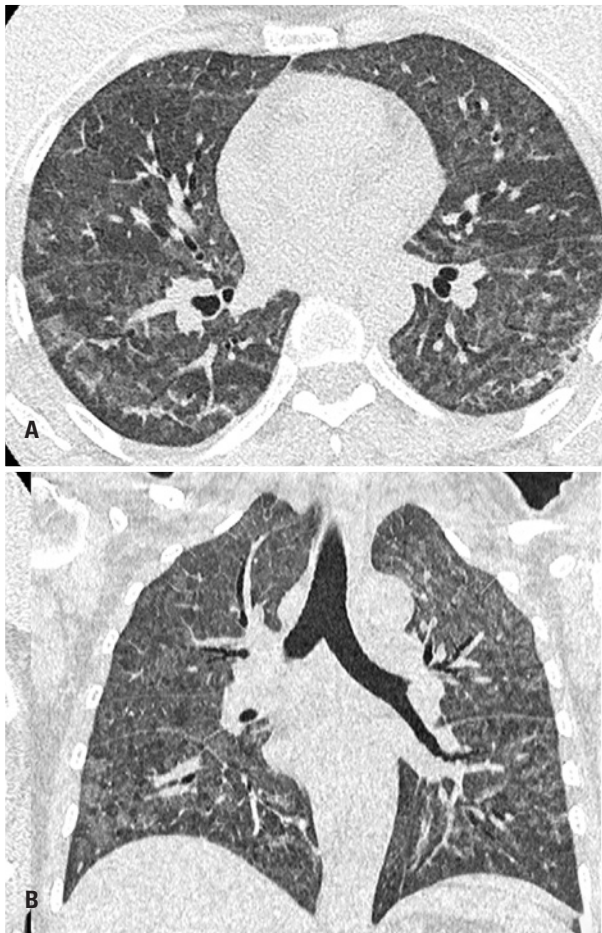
Mulher, 46 anos, com queixa de tosse produtiva. Refere antecedente de AIDS. Tomografia computadorizada (A) Com corte axial (B) Reformatação coronal: extensas opacidades acometendo difusamente os campos pulmonares, com padrão heterogêneo em vidro fosco associado a discreto espessamento septal. Não há consolidação pulmonar
